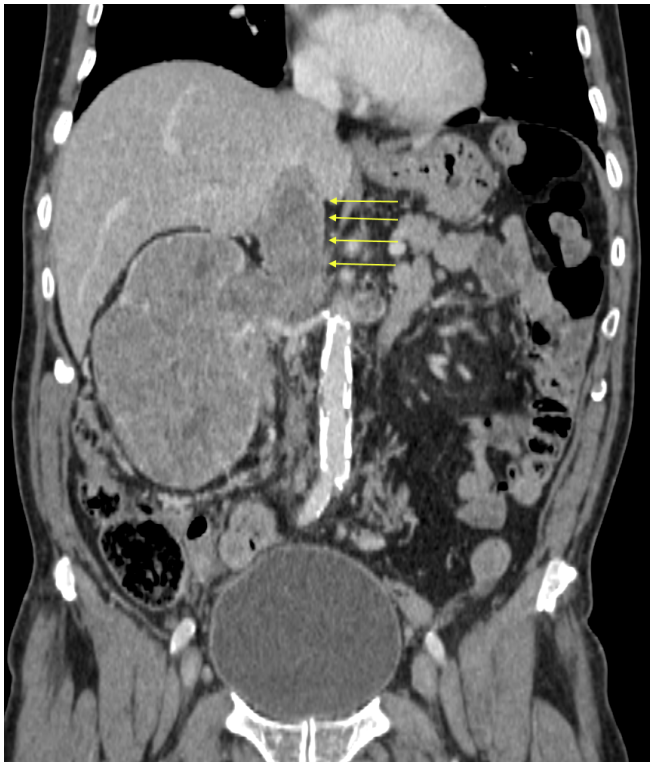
L'immagine TC coronale in fase portale di un uomo di 78 anni mostra una grande massa che coinvolge tutto il rene destro. Coesiste la trombosi neoplastica della vena renale e della vena cava inferiore (freccie). Referenze: Radiodiagnostica, Università degli Studi di Palermo, Policlinico Universitario Paolo Giaccone - Palermo / IT
